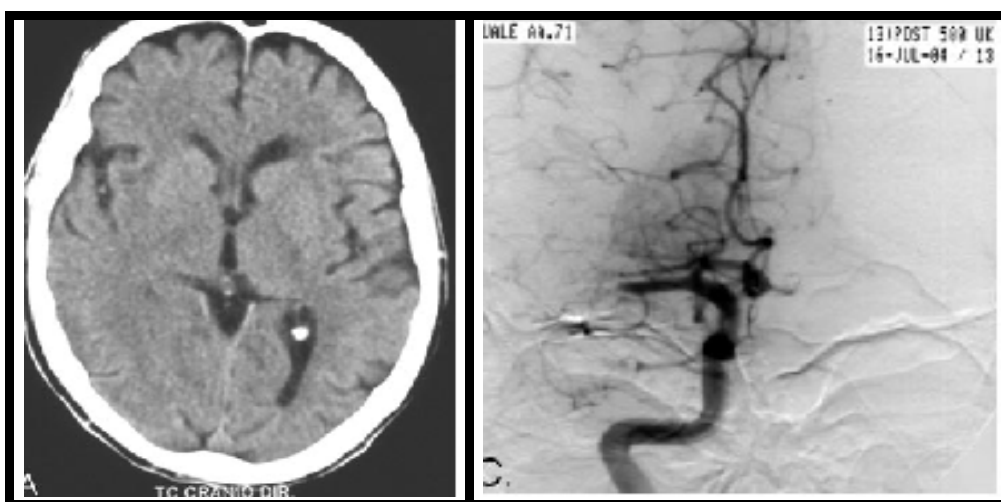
AVCI agudo. Tomografia computadoriza do crânio demonstra apagamento dos sulcos e cisternas cerebrais à direita associado à hipodensidade da ínsula. DSA confirma oclusão da artéria cerebral média direita.
